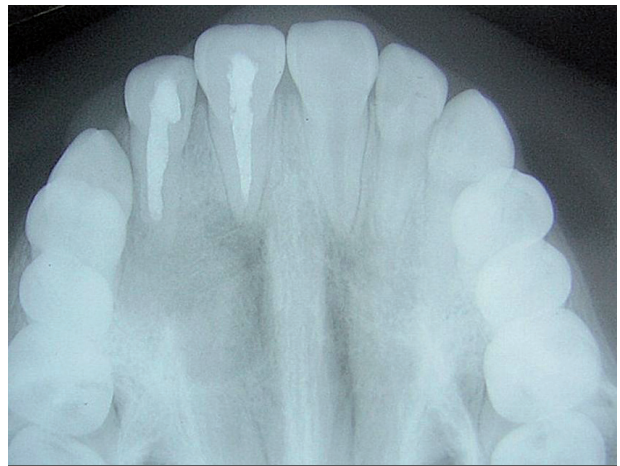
radiografía oclusal post-operatoria.
